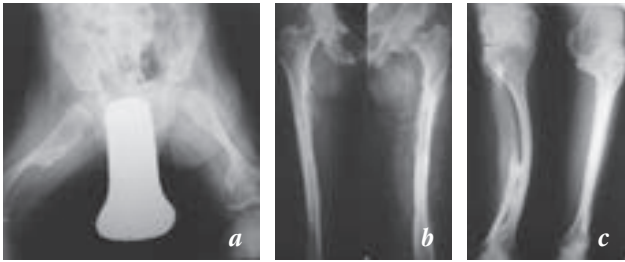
Клінічний приклад спадкового випадку недосконалого остеогенезу III типу: *a* — рентгенограма стегнових кісток у передній проекції хворої дитини — варусна деформація і патологічний перелом правої та лівої стегнових кісток на різних стадіях; *b* — рентгенограми стегнових кісток у передній проекції хворої матері — наслідки колишніх переломів стегнових кісток у вигляді виражених кісткових мозолів по типу псевдопухлини; *c* — рентгенограми кісток гомілок хворої матері в передній проекції — варусна деформація кісток правої та лівої гомілки та робоча гіпертрофія малогомілкових кісток
